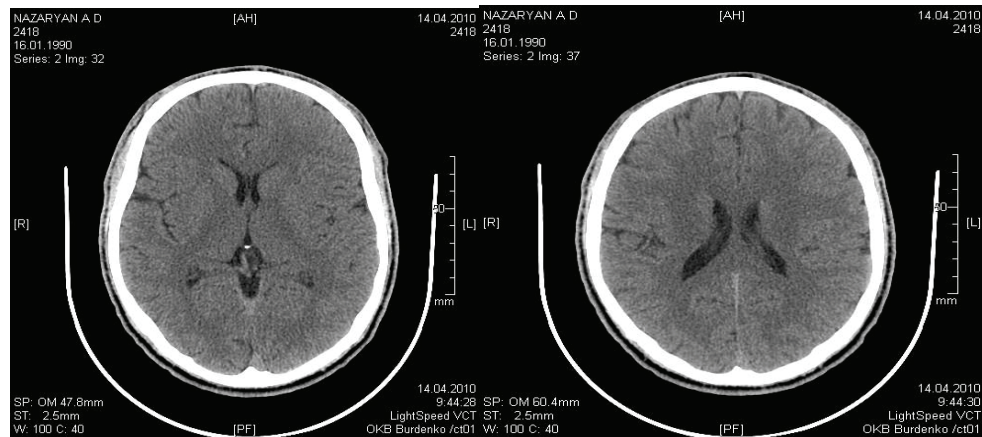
КТ головного мозга призванного А-ов А. С.
